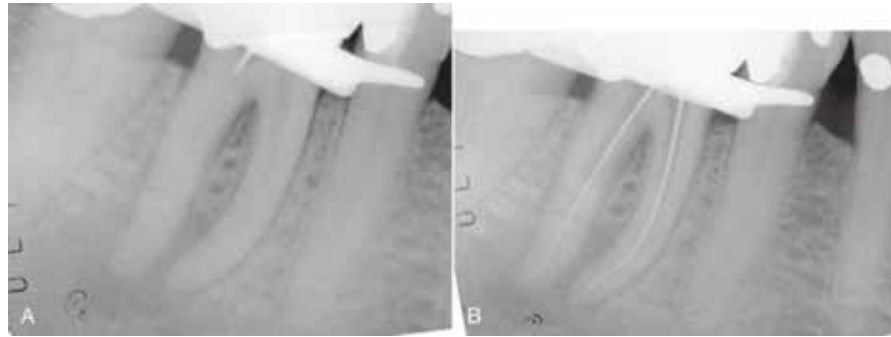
Molar inferior sometido a tratamiento endodóncico, con un orificio distal calcificado. Para confirmar la posición y la dirección de la preparación de acceso, se obtiene una radiografía con la sonda endodóncica introducida en la excavación. B. Ha sido posible localizar y franquear con éxito el conducto.
